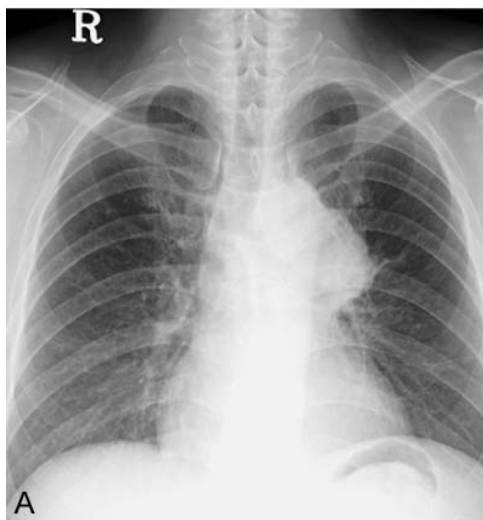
(A) Chest radiograph shows round mass-like lesion around the left hilum. (B) Chest CT shows a central lung mass with direct extension into the mediastinum around the left paraaortic area and pulmonary artery.
